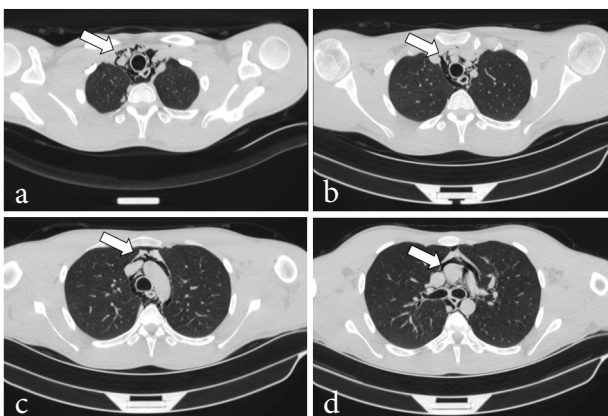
a-d. Thorax tomography shows the air in the paratracheal region and upper mediastinum, and no rib fractures or pneumo thorax (arrows).
